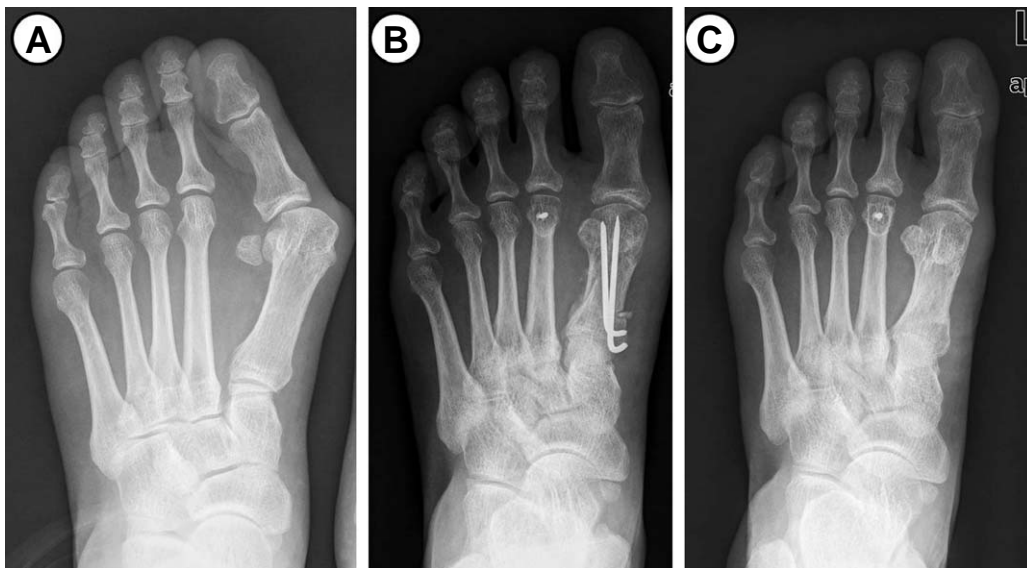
(A) Preoperative radiograph of 52 years old female patient shows a severe hallux valgus deformity and relatively long 2nd metatarsus. (B) Postoperative radiograph showing the proximal chevron osteotomy and the Weil osteotomy. (C) Last follow-up radiograph shows the good alignment of forefoot.
